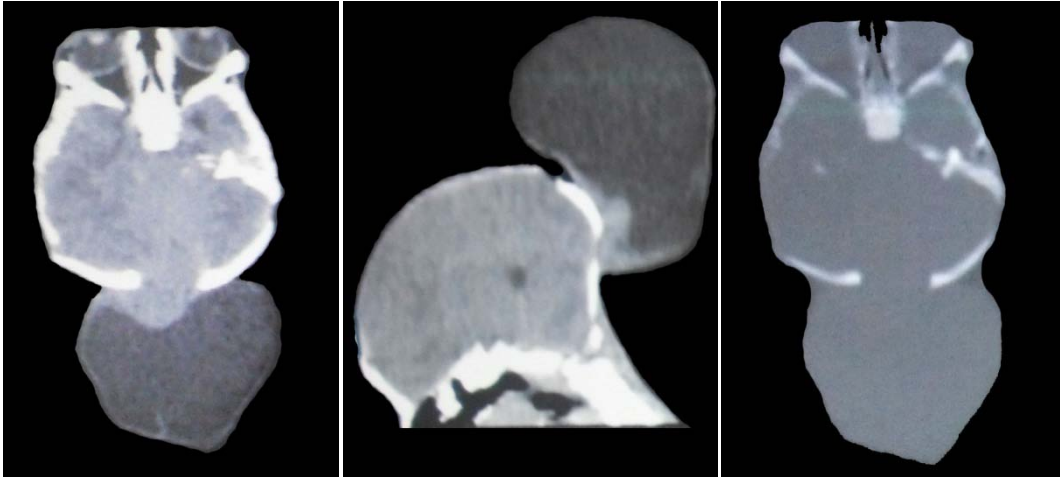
TDM cérébrale en coupes axiales et reconstructions sagittales en double fenêtre parenchymateuse et osseuse montrant une méningoencéphalocèle occipitale majoritairement liquidienne chez un nouveau-né de 2 semaines.
